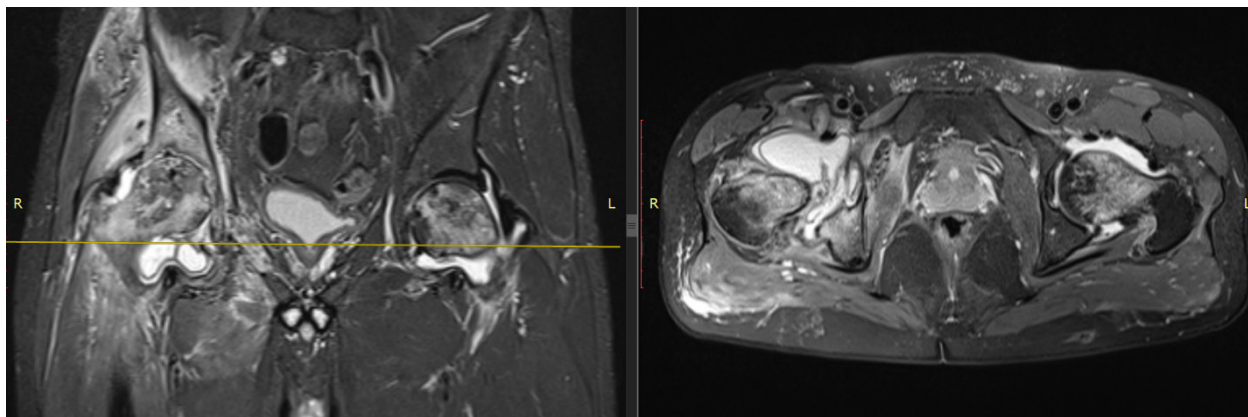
МРТ-изображения тазобедренных суставов пациента Х. от 20.07.2023
